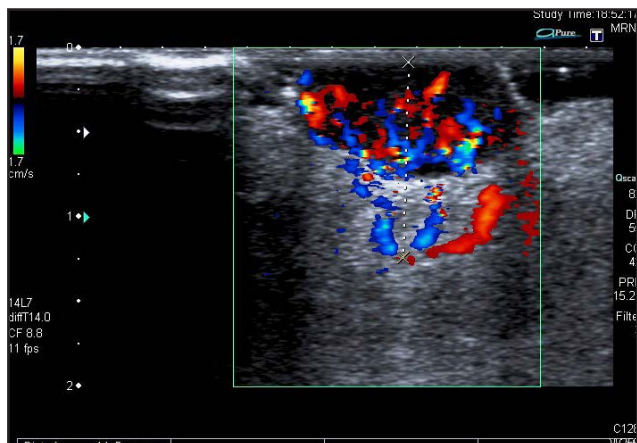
Modo doppler: permite visualizar intenso aumento de neovascularización intratumoral difusa y profunda.
